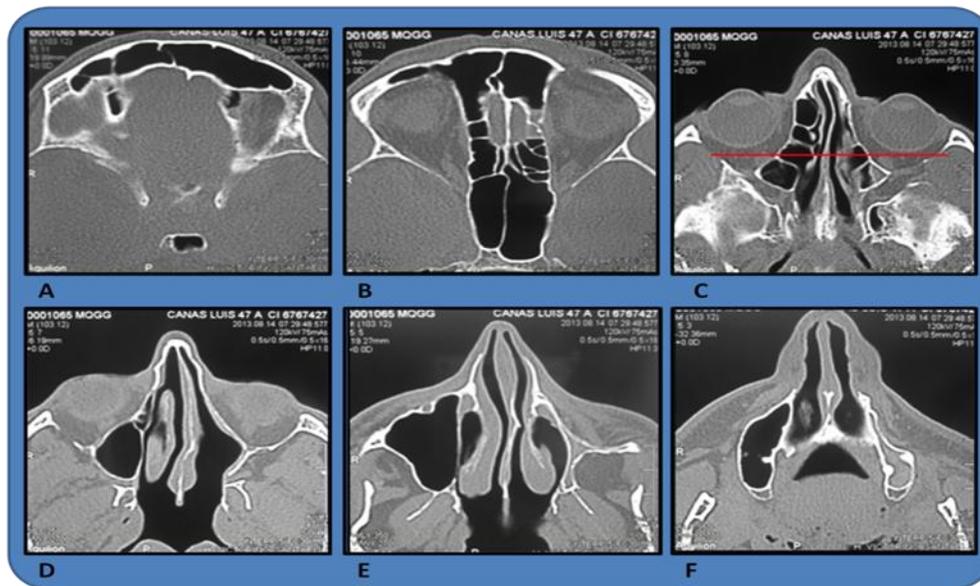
Tomografía computarizada de macizo facial en ventana de tejido óseo con cortes axiales céfalo caudales. A) Seno frontal con aumento de volumen B) Celdillas etmoidales y seno esfenoidal con aumento de tamaño longitudinalmente. C) Globo ocular izquierdo retruido en relación a contralateral aunado a atrofia de celdillas etmoidales ipsilateral. D-E-F) Atelectasia del SM izquierdo, ausencia de cornete medio ipsilateral con aumento del espacio correspondiente al meato medio y septum ósea con desviación hacia la izquierda
